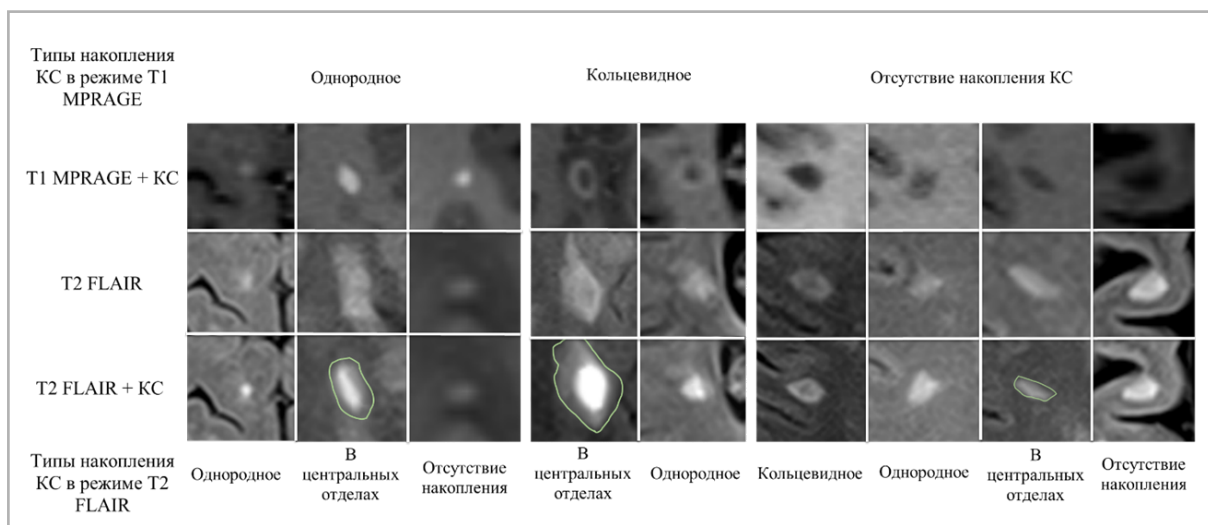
Типы накопления контрастного средства в режимах T1 MPRAGE и T2 FLAIR в очагах демиелинизации при рассеянном склерозе
